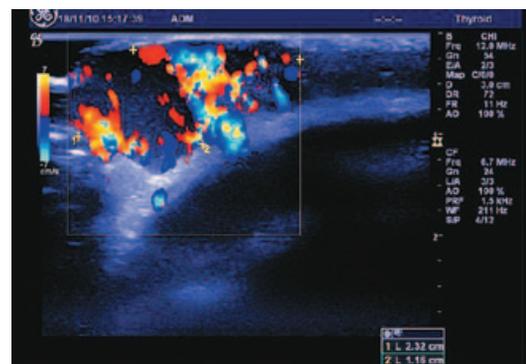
На УЗИ с УЗДГ большое количество расширенных сосудов с пульсирующим и высокоскоростным кровотоком (более 20 см в сек.)
